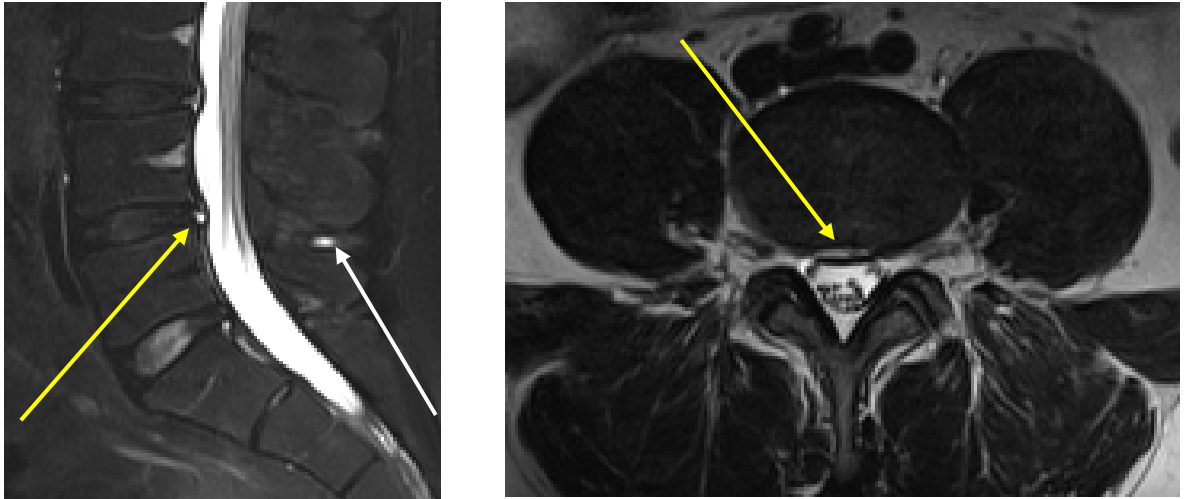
Investigația IRM vizualizează prezența unei zone de intensitate crescută în peretele inelului fibros (săgeata galbenă) și la nivelul ligamentului interspinos L4-L5 (săgeata albă)
